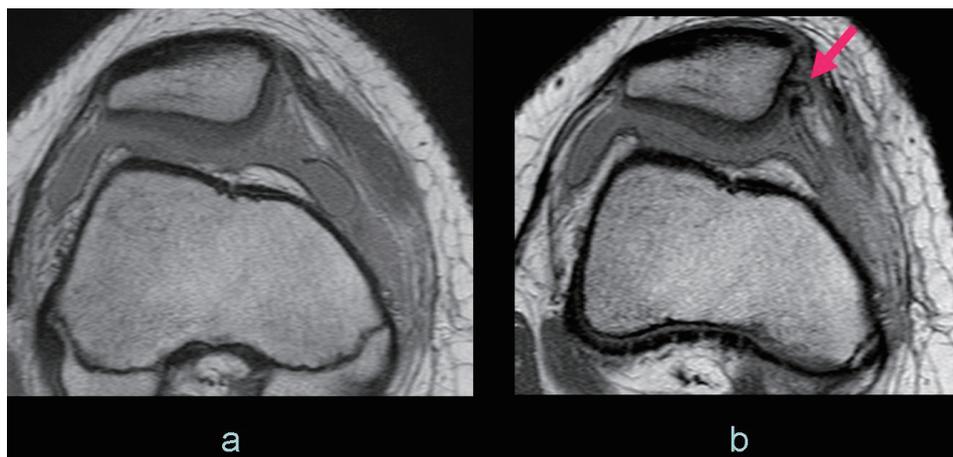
MRI 像 (axial 像; a 術前 b 術後)
